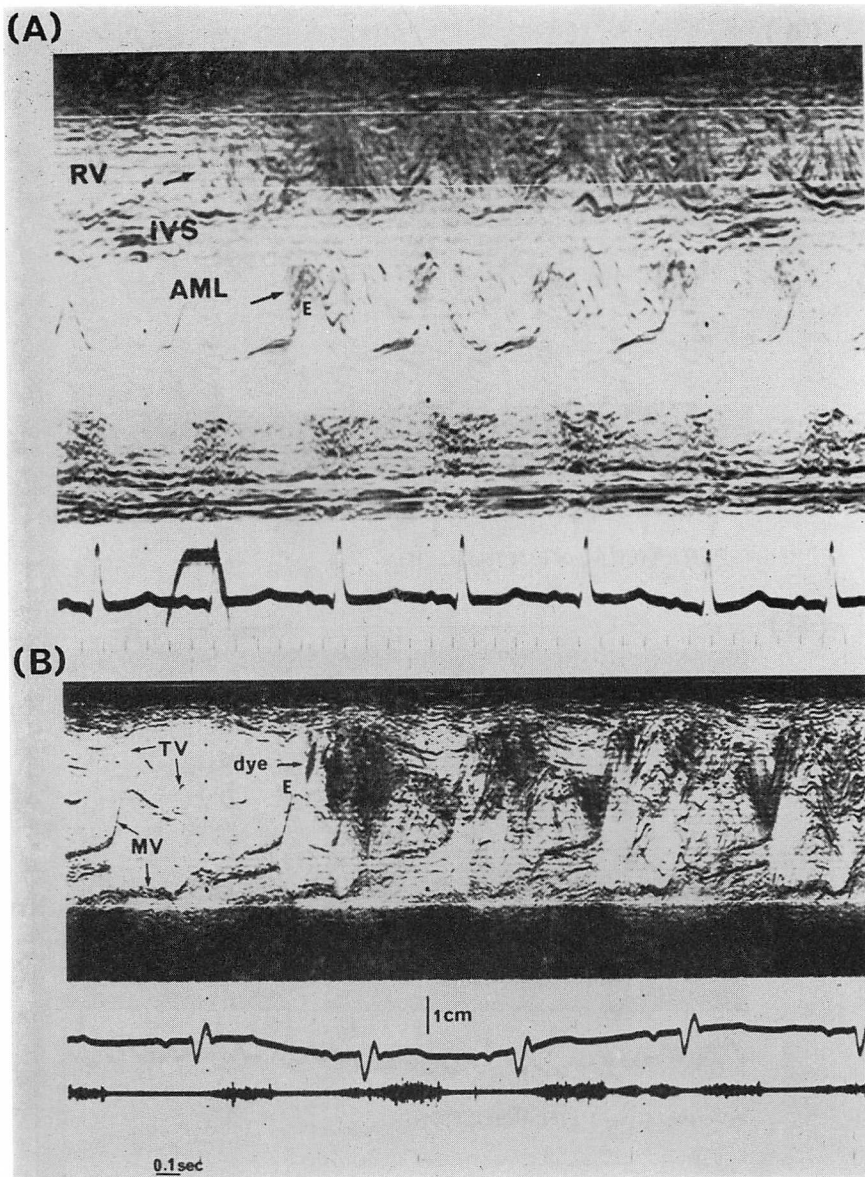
Contrast echocardiograms in a case of large VSD (ECD type) and in a case of double-inlet left ventricle.
